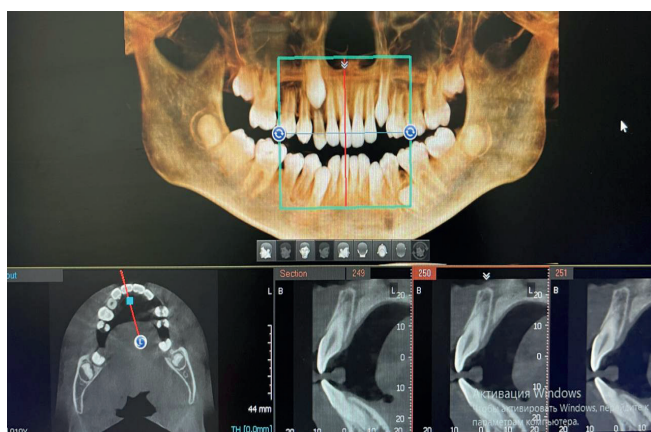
3D-рентгеновский снимок того же пациента
